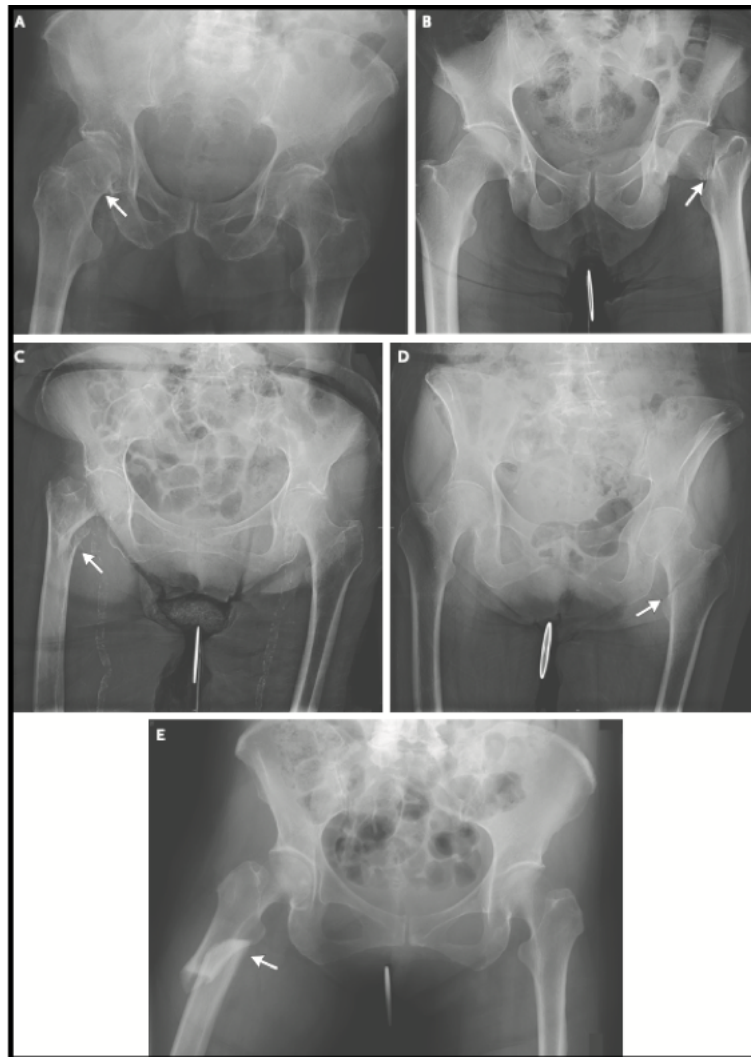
Clasificación de Garden. En estas imágenes se muestran diferentes radiografías de los distintos tipos de fracturas de cadera.
